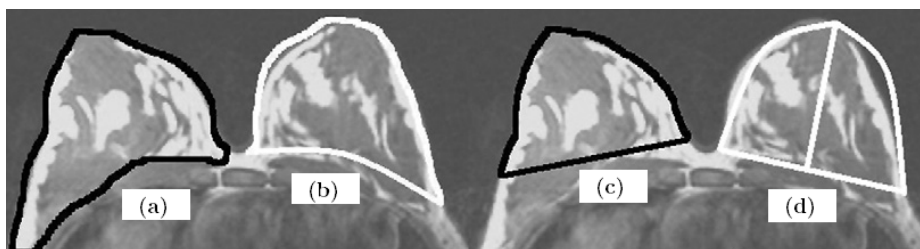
Cálculo del volumen mamario a partir de distintas técnicas. (a) RM, (b) escáner 3D, (c) moldeado termoplástico y (d) mediciones antropométricas.
